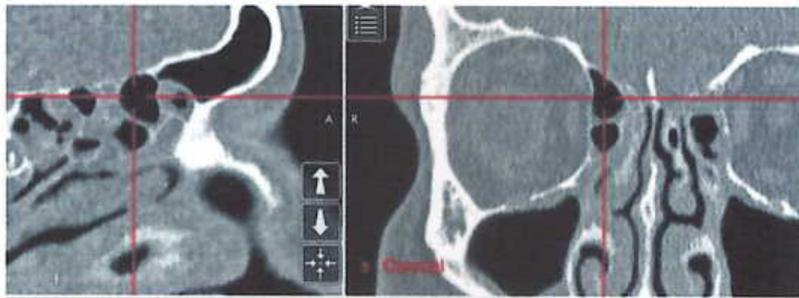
Gambaran CT Scan Sel Supra Agger Frontal
